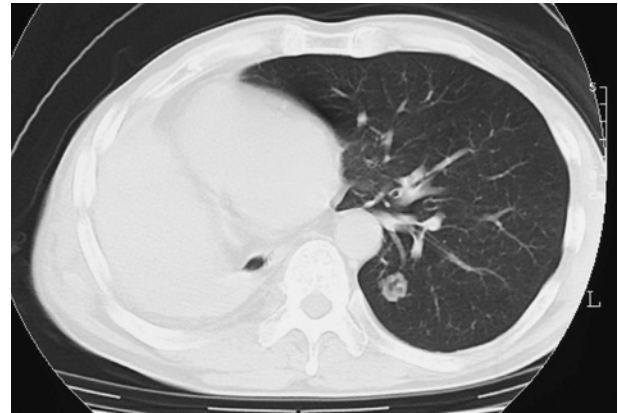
Chest CT on second admission showed a tumor shadow in the lower lobe of the left lung.
